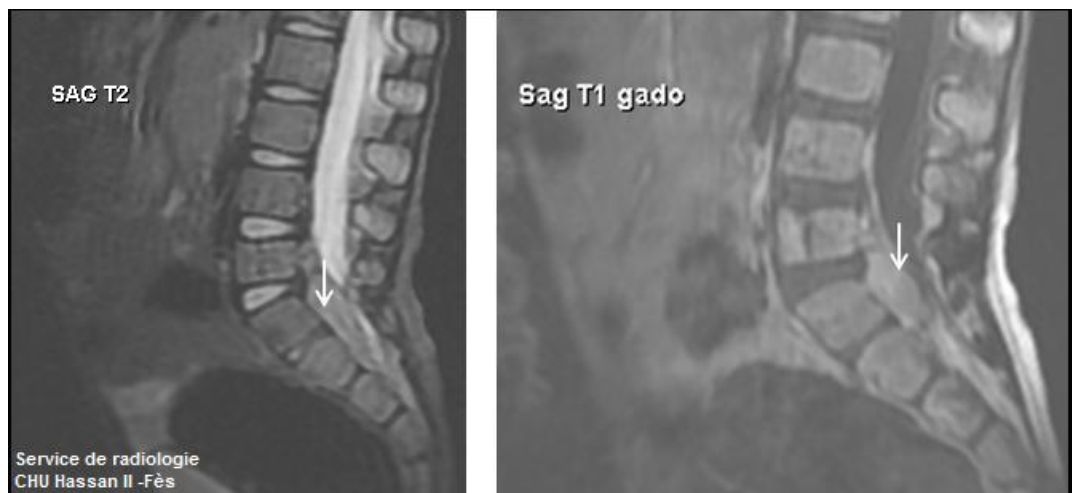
IMAGES IRM EN SEQUENCE SAGITTALE T2 ET T1 GADO MONTRANT UNE MASSE EPIDURALE ANTERIEURE EN REGARD DE S1-S2
